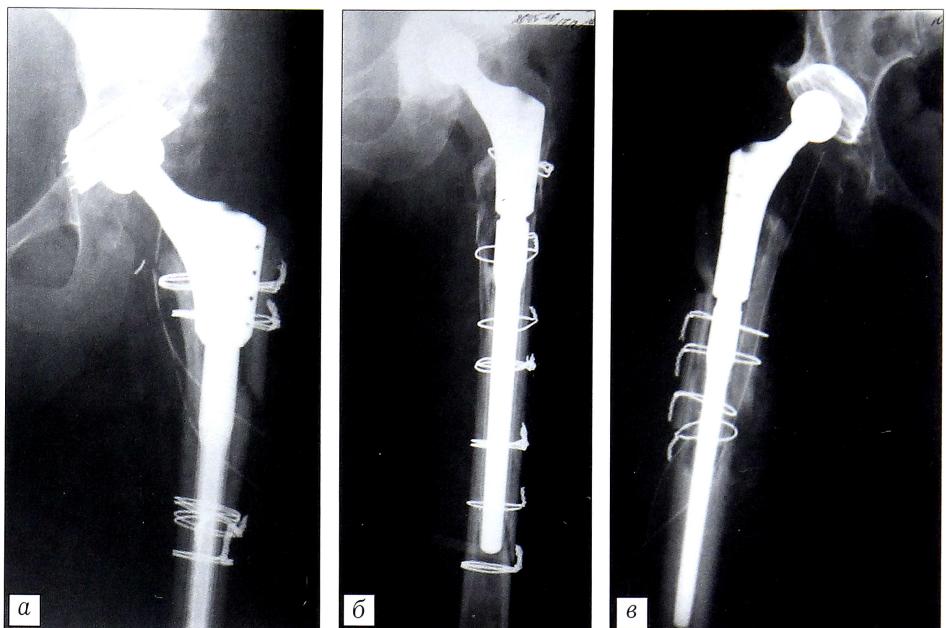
Послеоперационные рентгенограммы больных с максимальными костными дефектами на уровне узла соединения модульной ножки.
